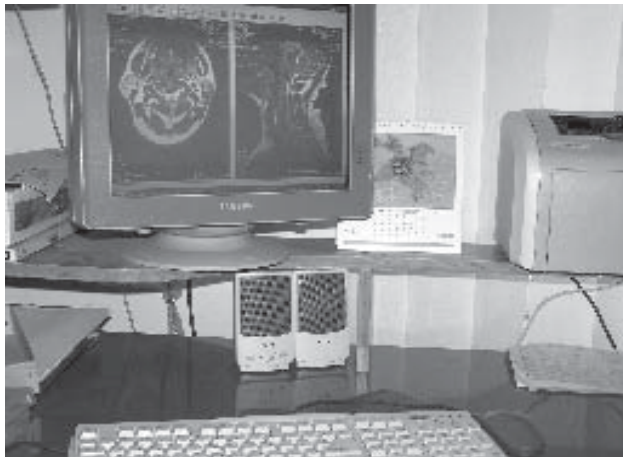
Комп'ютерна програма перегляду КТ- та МРТ-томограм.
